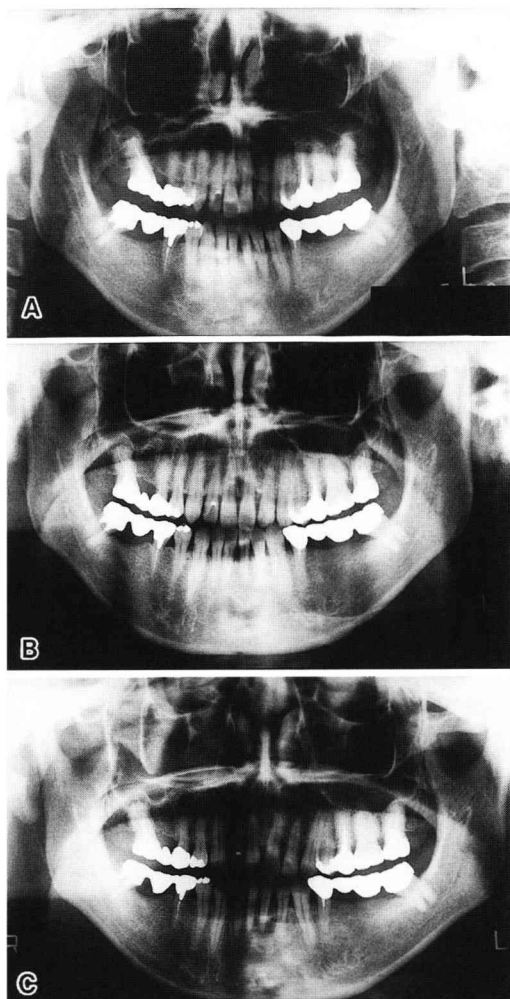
Panoramic radiographs
